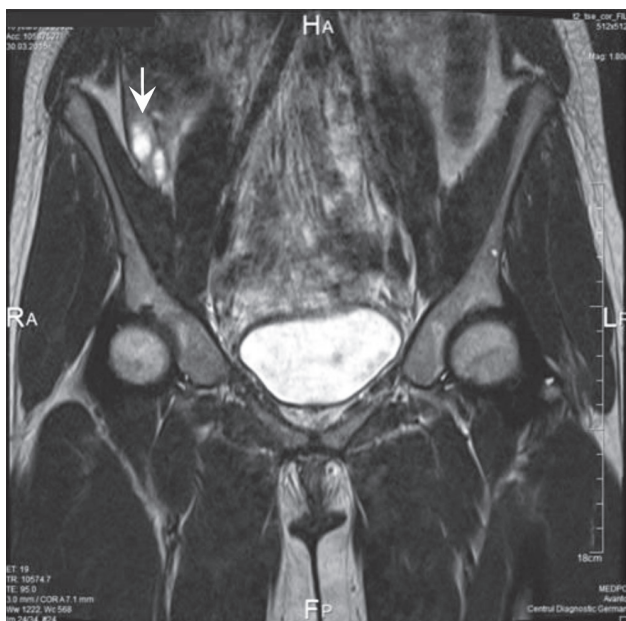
IRM în secțiune coronală (T2W): sindromul MRKH – lipsa uterului, ectopia ovarului drept (®).
